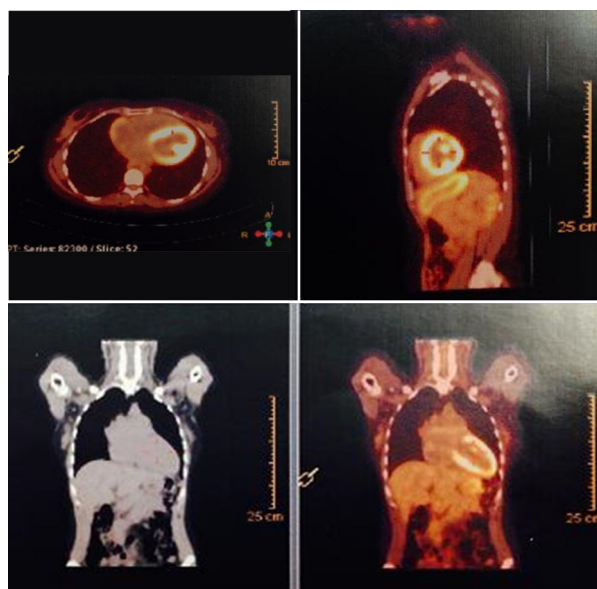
Aumento da captação de 18-FDG em topografia de ventrículo esquerdo em paciente com estenose mitral e miocardite reumática aguda em PET-CT.
